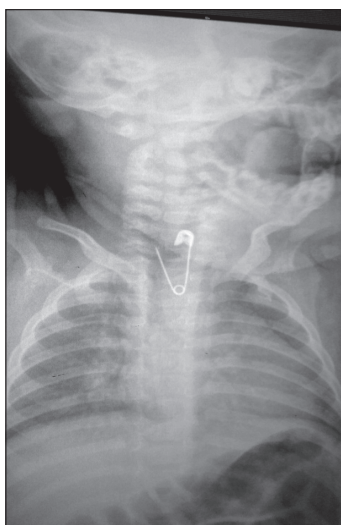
Рентген: пряма проєкція
